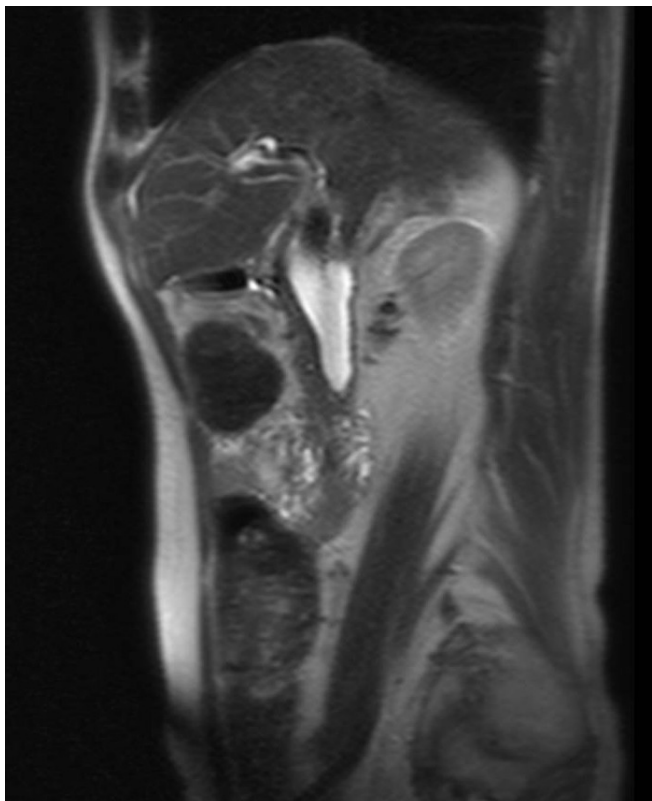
Corte axial de resonancia magnética abdominal en que se observa dilatación de vía biliar.
